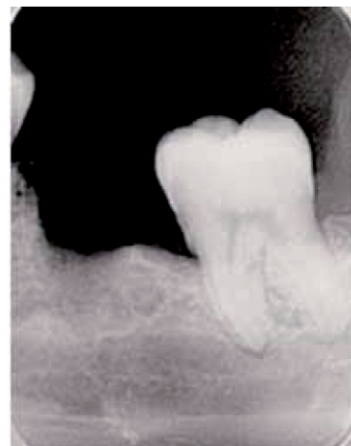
Radiografia eseguita prima del posizionamento dell'impianto.
